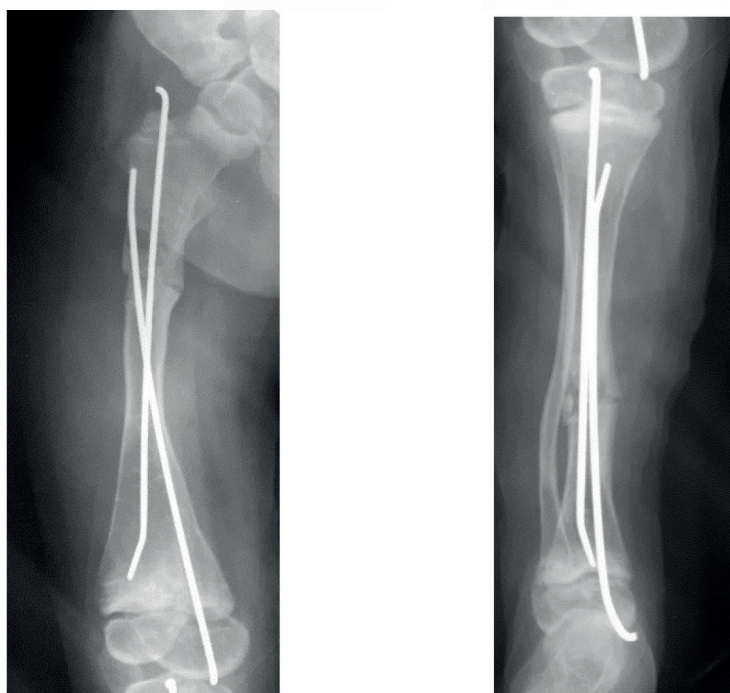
Radiographie du fémur et de la jambe avec un montage télescopique permettant la protection diaphysaire au cours de la croissance [collection personnelle]
